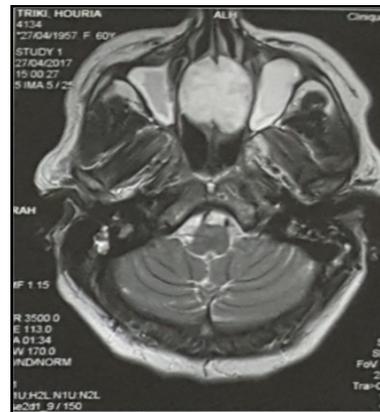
IRM coupe axiale après injection de contraste: rehaussement tumoral et hyper signal des sinus maxillaires.
